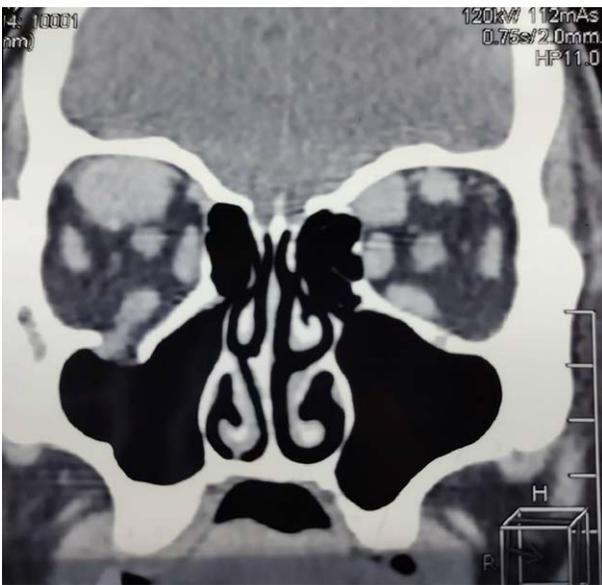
TC de órbita, corte coronal: engrosamiento de los músculos recto superior y oblicuo mayor derechos.
